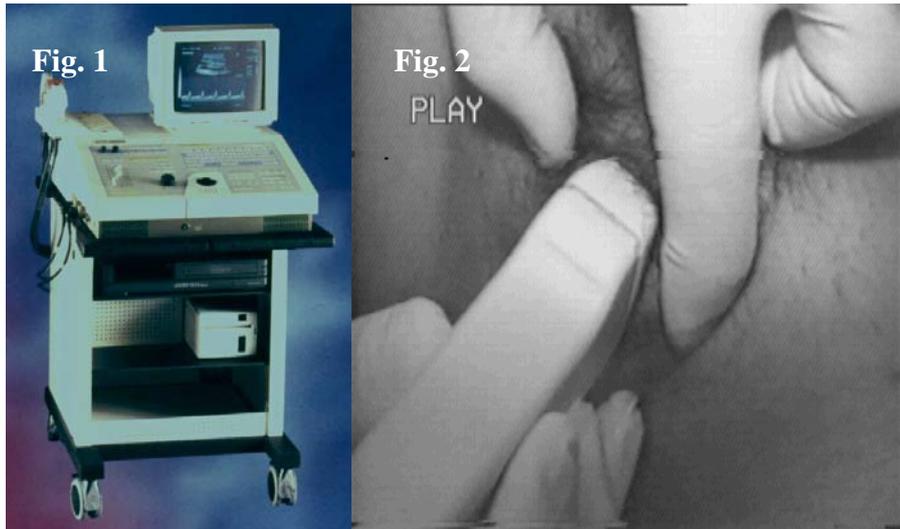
Equipo de Ecodoppler
